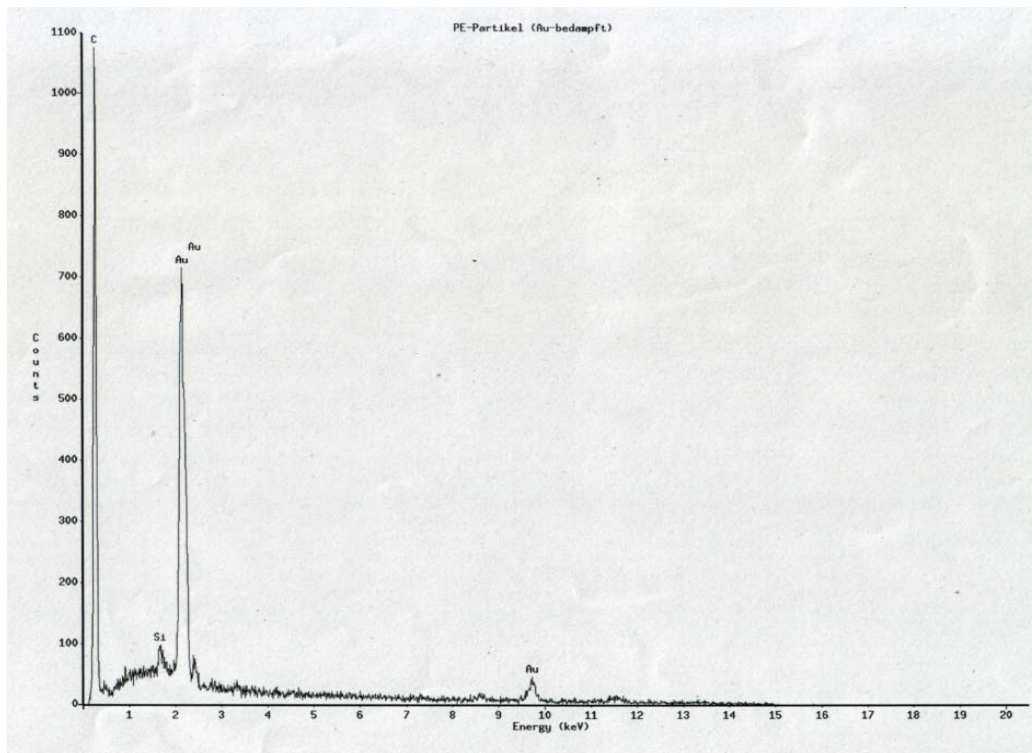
Energiedispersive Röntgenanalyse der mit Gold bedampften UHMW – PE Partikel.
